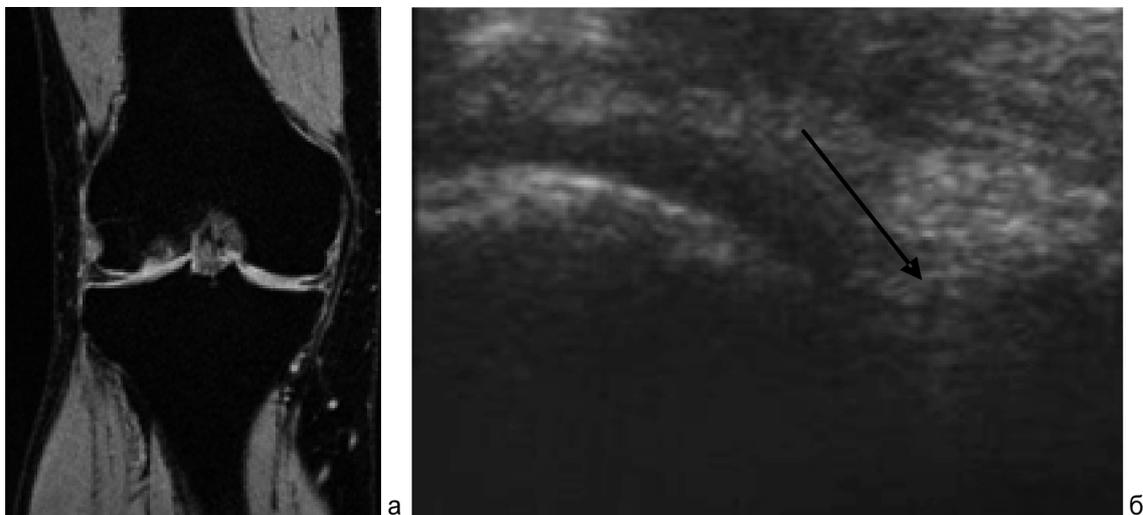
а – МРТ правого коленного сустава, T1-ВИ с подавлением сигнала от жира в коронарной плоскости, выполненная до оперативного лечения, визуализируется линейный участок повышенного МР-сигнала в области медиального мениска; б – УЗИ правого коленного сустава, выполненное до оперативного лечения, визуализируется неоднородной структуры медиальный мениск с гипохогенным линейным участком
